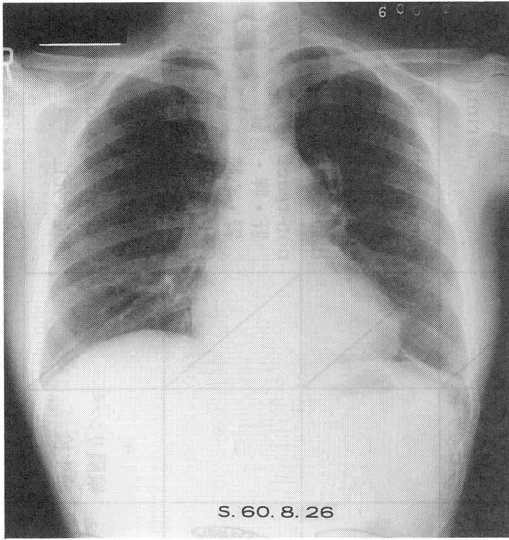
症例1の入院時胸部X線写真：左上肺野縦隔側の斑状影とボタローリンパ節腫大を認める。
